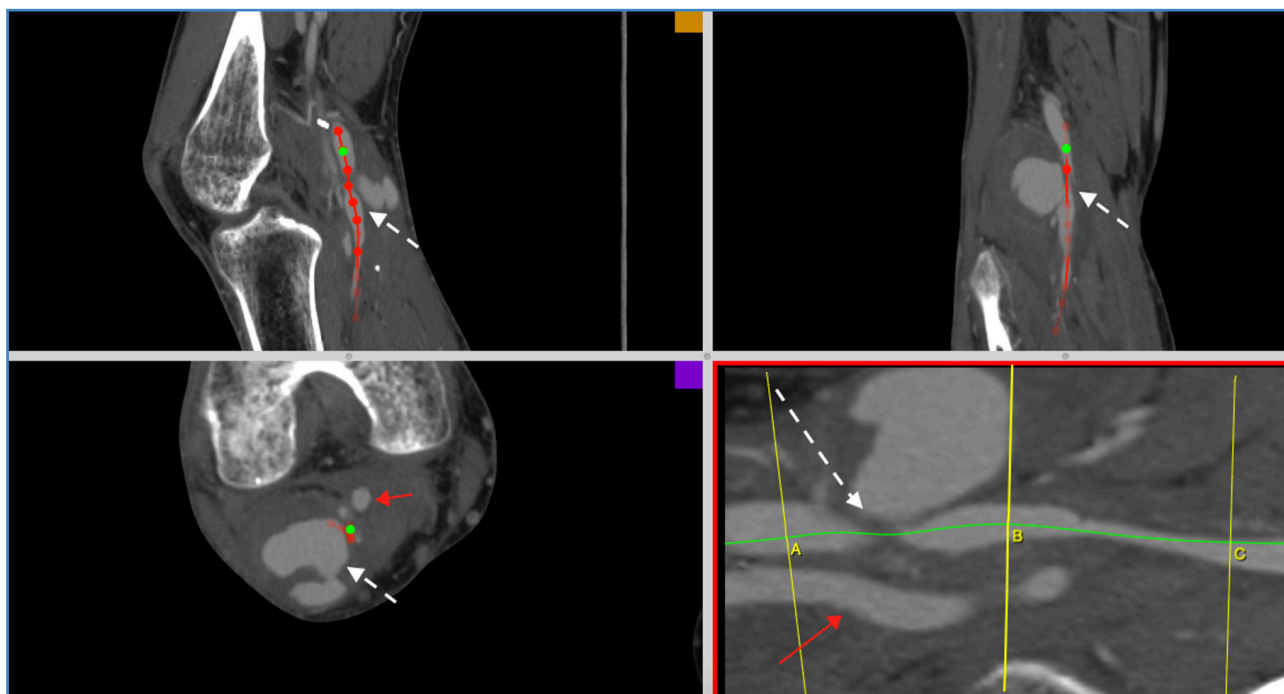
Reconstrucción en varios planos de una tomografía con contraste de la arteria poplítea del miembro inferior derecho con llenado por colaterales y del pseudoaneurisma asociado al nivel de la segunda porción (flecha blanca). Contraste en el sistema venoso profundo en la fase arterial de la tomografía que confirma fistula arteriovenosa asociada (flecha roja).
